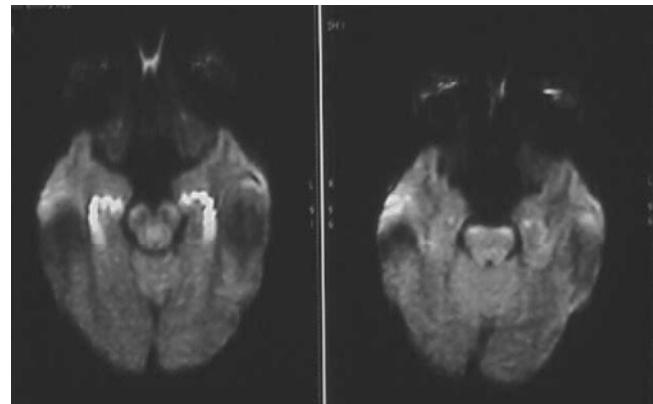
Ejemplos de resonancias magnéticas de pacientes tratados con oxigenación hiperbárica con infartos isquémicos agudos. La reducción del área es estadísticamente significativa ($p < 0.006$).⁷²
